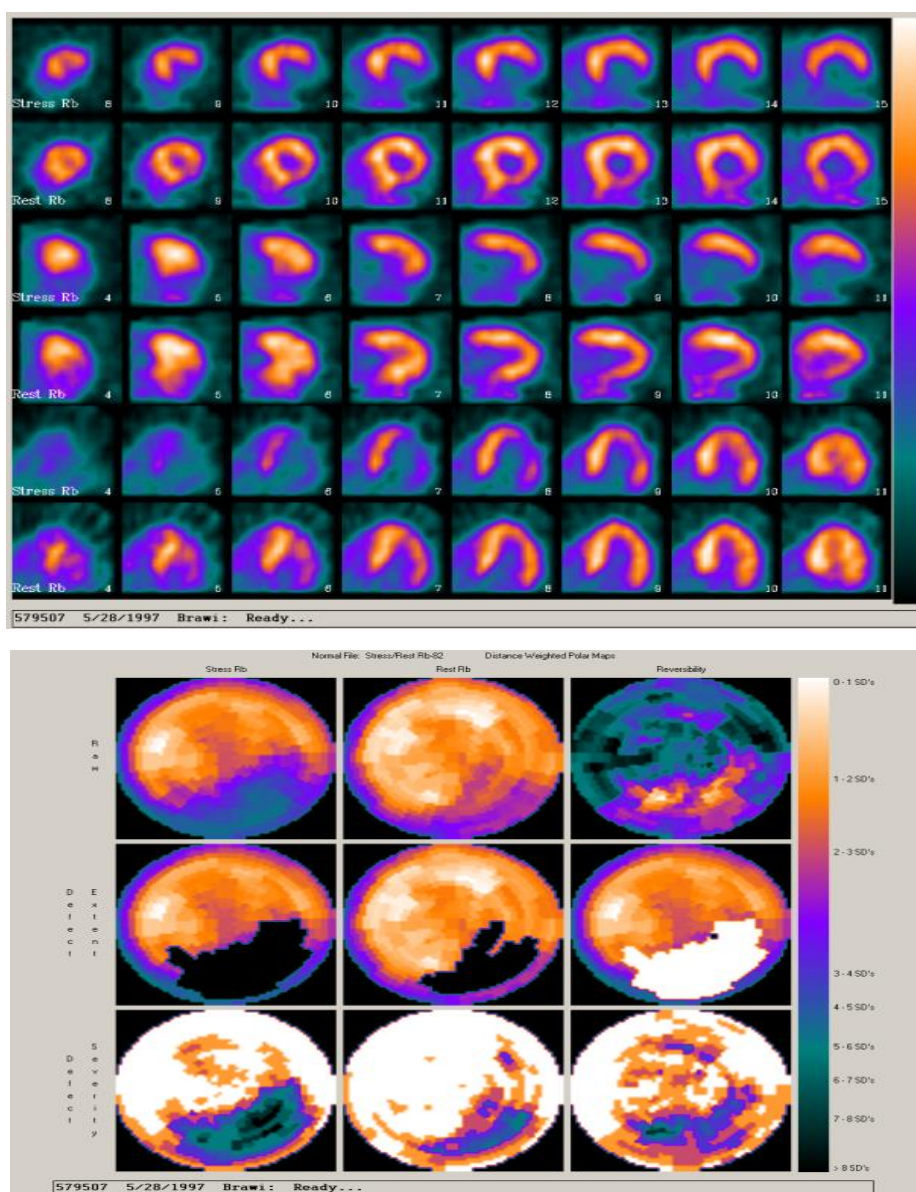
Позитронно-эмиссионная томография: перфузия с Rb-82: в покое – норма, с фармакологической пробой (аденозин) – дефект перфузии нижней, ниже - боковой стенок левого желудочка
